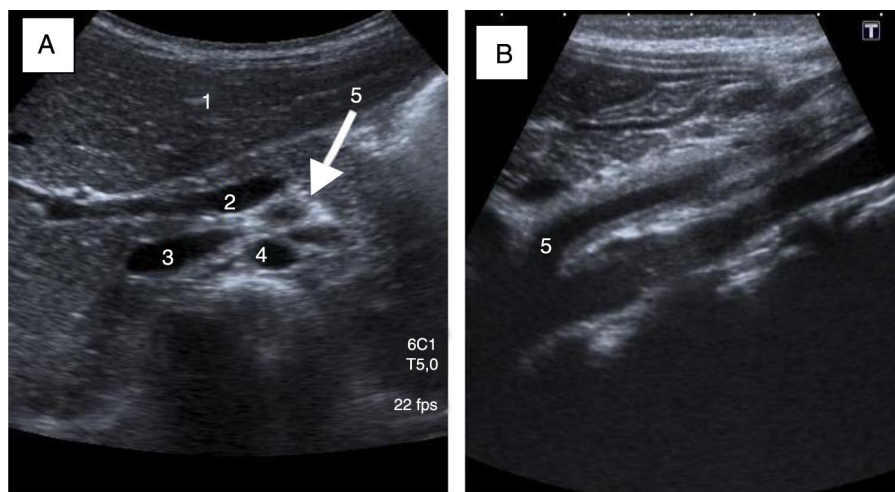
Arteritis de la arteria mesentérica superior valorada mediante ecografía (caso 2). A) Corte sagital: halo hiperecogénico alrededor de la arteria mesentérica superior (AMS) por engrosamiento de la pared de la misma. 1: parénquima hepático; 2: eje espleno-portal; 3: vena cava inferior; 4: arteria aorta; 5: AMS. B) Corte coronal: engrosamiento de la AMS de 2 mm de grosor desde su inicio en aorta hasta la bifurcación (4,3 cm).
